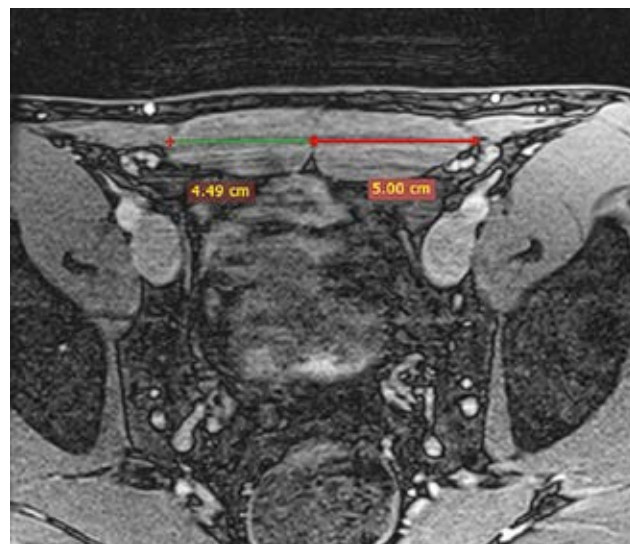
б. МРТ пахвинних ділянок. Різниця ширини черевців прямих м'язів живота у професійного футболіста ($p=0,01$).
